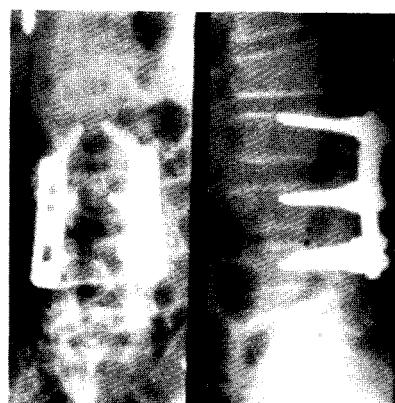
Postop plain films show a laminectomy of L4 and reduction of retrolisthesis with VSP instrumentation.
